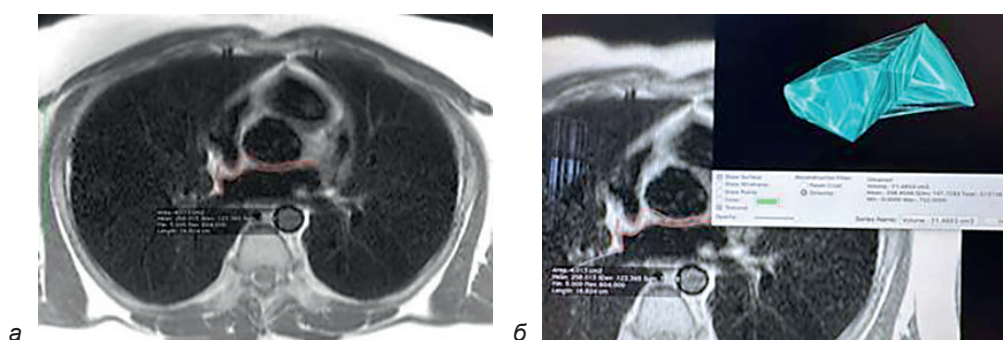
Пример срезов магнитно-резонансной томографии сердца (а) и 3D-моделирование (б), изображающий объемную оценку жировых отложений предсердий
